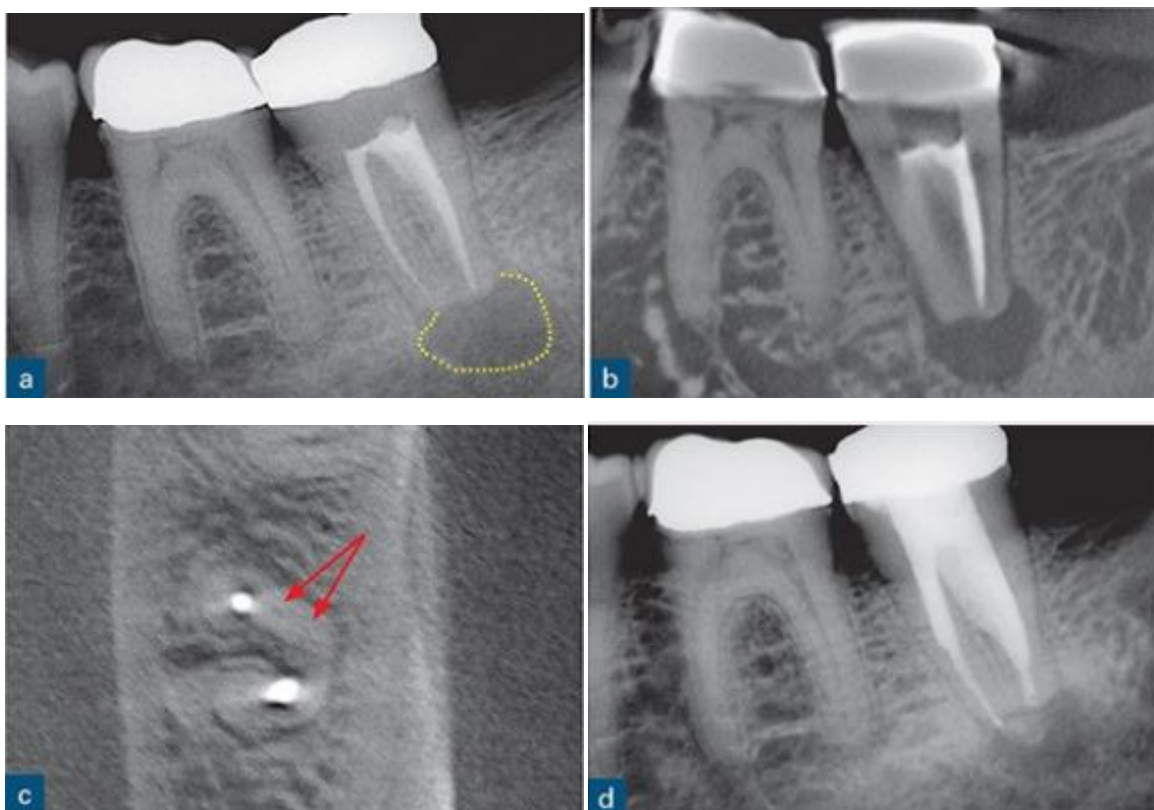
(a) Radiographie péri-apicale d'une deuxième molaire mandibulaire gauche avec parodontite apicale réfractaire. Le remplissage des racines semble satisfaisant en termes de longueur et de densité. (b) Coupe CBCT sagittale à travers la même dent montrant la taille réelle et le contour de la lésion. (c) Coupe CBCT axiale à travers la même dent révélant une morphologie racine en forme de C et la racine manquante anatomie du canal (flèches rouges). (d) À l'examen d'un an après le retraitement endodontique, la radio-clarté péri-apicale a réduit sa taille ; noter la différence dans la forme du système de canal radiculaire rempli après une bonne exécution préparation chimio-métrique et obturation par rapport à (a). [35]
